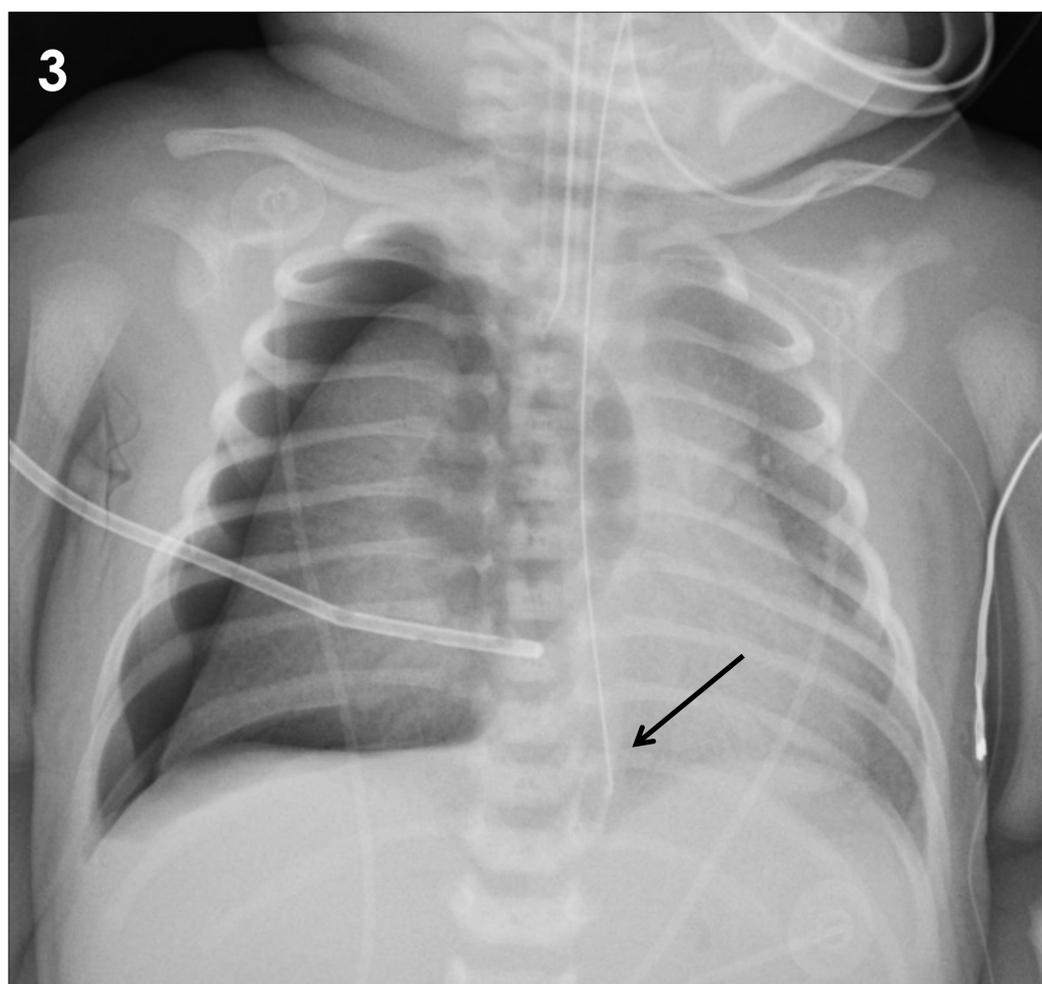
Radiografía AP de tórax.
